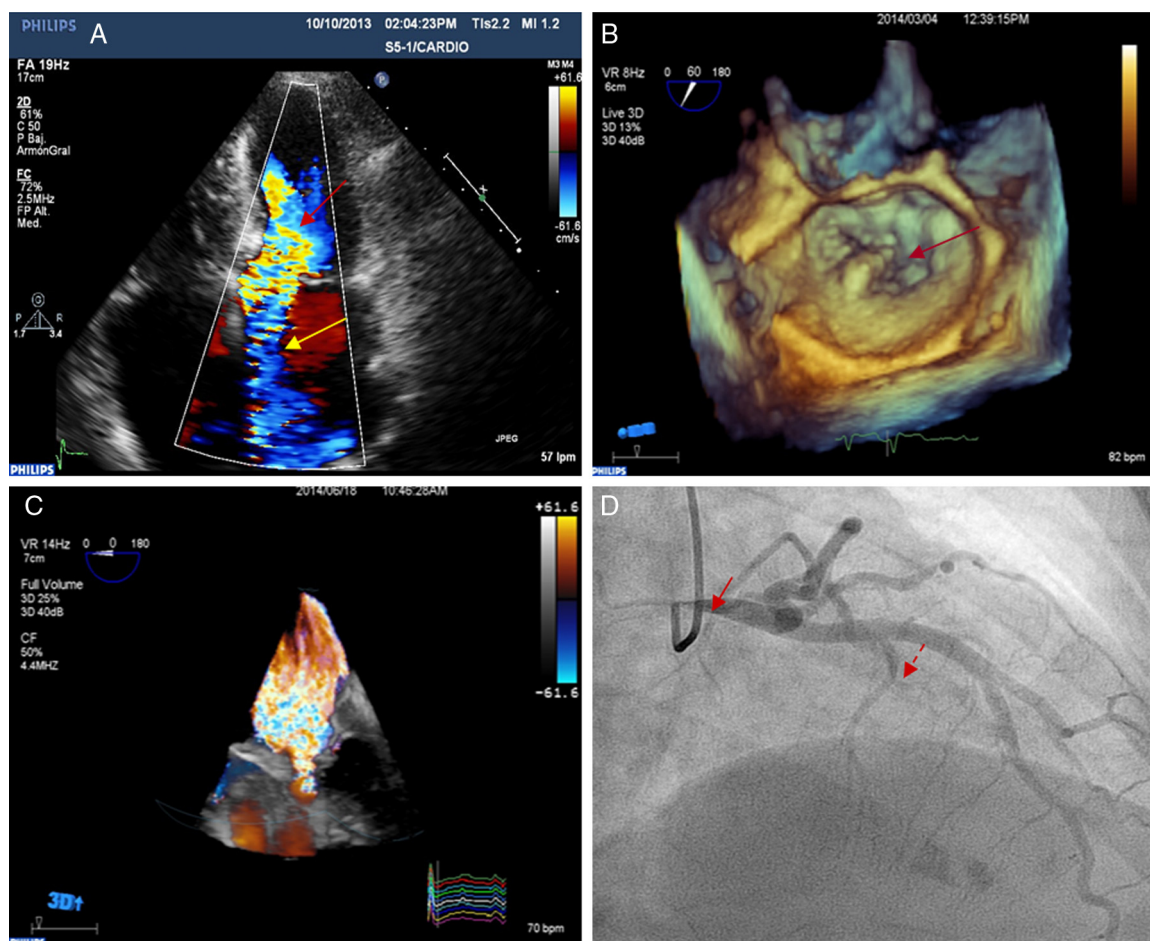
A: ecocardiograma transtorácico; obstrucción dinámica del ventrículo izquierdo (flecha roja) e insuficiencia mitral de dirección anteroseptal secundaria a valvulopatía orgánica (flecha amarilla). B: ecocardiograma transesofágico tridimensional con zoom tridimensional; prolapso del velo posterior mitral (flecha). C: ecocardiograma transesofágico tridimensional, volumen completo, Doppler color; insuficiencia mitral grave. D: coronariografía en proyección craneal oblicua anterior derecha a 30°; estenosis grave de tronco coronario izquierdo (flecha continua) y rama septal susceptible de ablación con alcohol (flecha discontinua). Esta figura se muestra a todo color solo en la versión electrónica del artículo.
